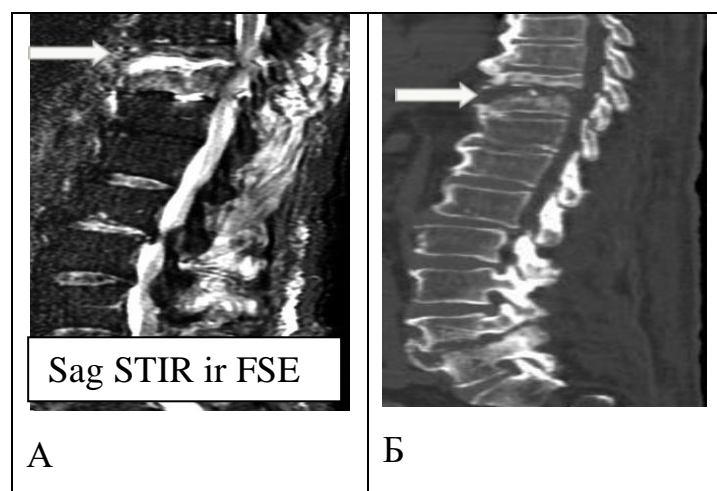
Клиническое наблюдение. Больной Г., 57 лет. № и/б 678367. Диагноз: Спондилит Th9-10. Возбудитель верифицирован – *Klebsiella* spp. КТ- и МР-исследования выполнены в один временной промежуток
